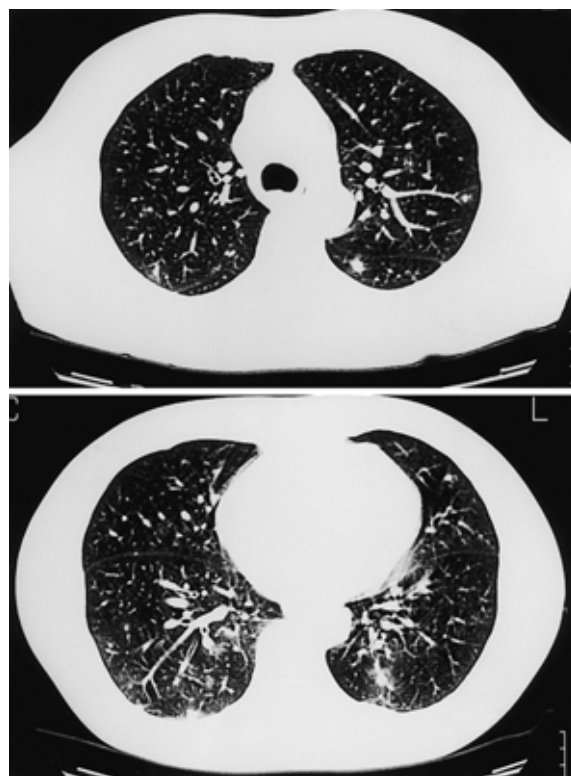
Chest CT films on admission, showing diffuse subpleural small nodular shadows and ground glass appearance in the right lower lung field.
